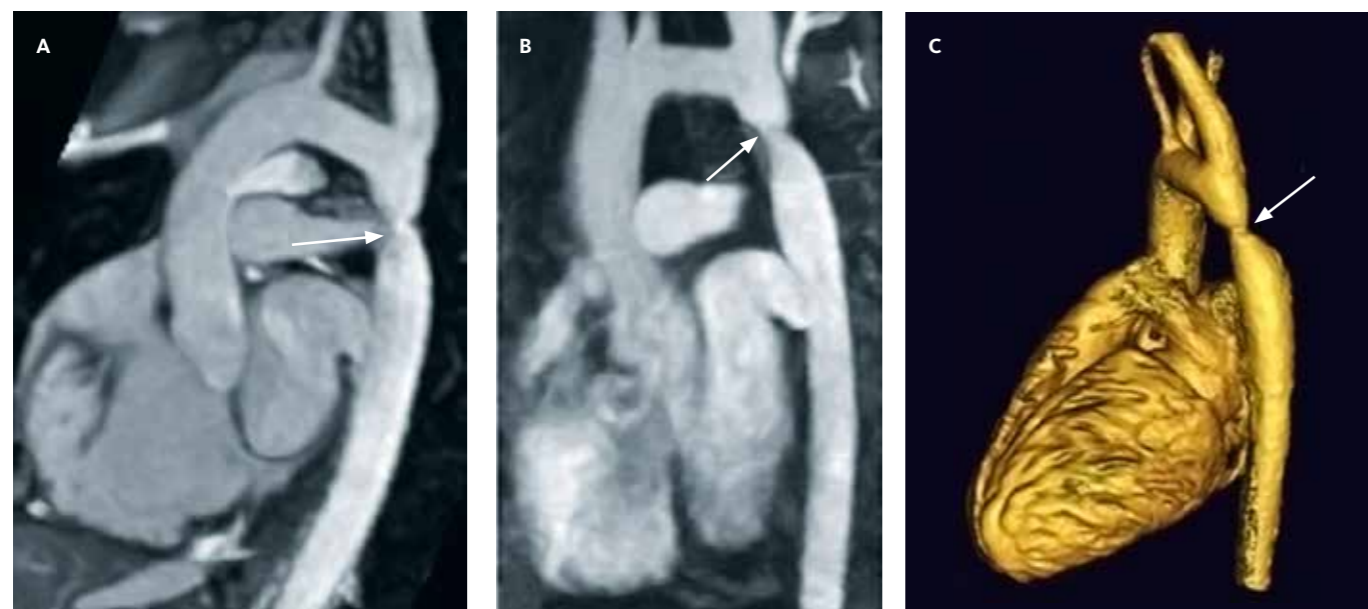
Darstellung einer Aortenisthmusstenose (weißer Pfeil) mit verschiedenen Techniken der Kernspintomographie (MRT). A unverstärkte Darstellung; B kontrastverstärkte Darstellung; C rekonstruierte 3-D-Darstellung mithilfe der elektronischen Bildnachbearbeitung
